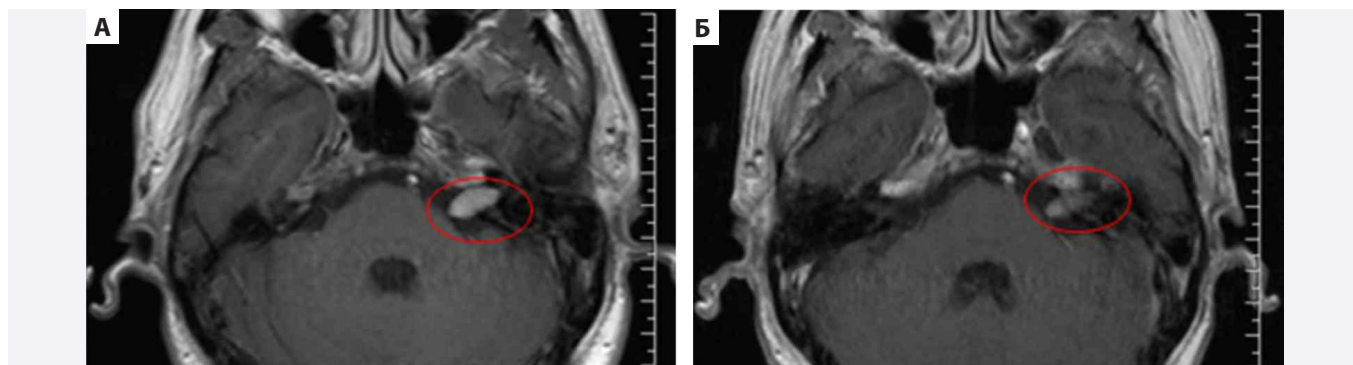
МРТ головного мозга в режиме Т1-ВИ с контрастированием у пациента с мелкоклеточным раком лёгкого на поздней стадии, получавшего противоопухолевое лечение. На постконтрастных Т1-ВИ (А) отмечается утолщение лицевого нерва с его интенсивным контрастированием (круг). На втором рисунке (Б) отчётливо видно, что уже через неделю после назначения гормональной терапии лучевые проявления начали регрессировать (круг) [16]
